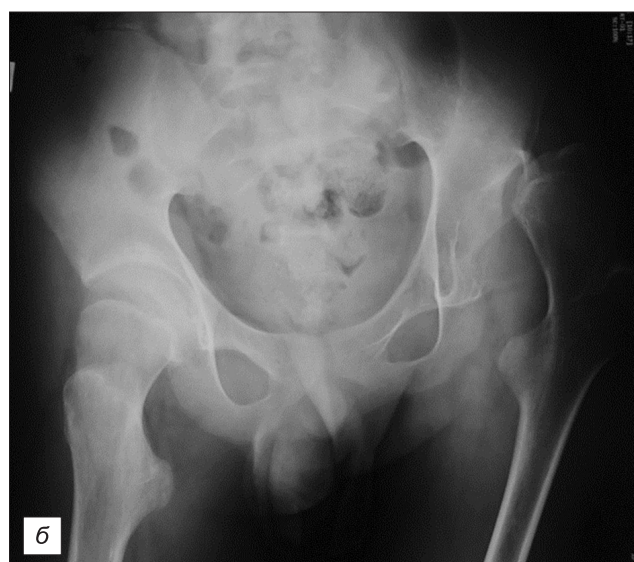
Эндопротезирование тазобедренных суставов у подростка с ДЦП, внешний вид пациента до операции (а); рентгенограммы до операции (б); внешний ВИД после операции (в); рентгенограммы после эндопротезирования с 2 сторон (г).
